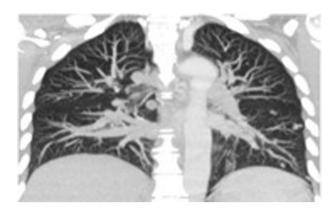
Imagen de TAC (corte coronal). Múltiples nódulos pulmonares.
